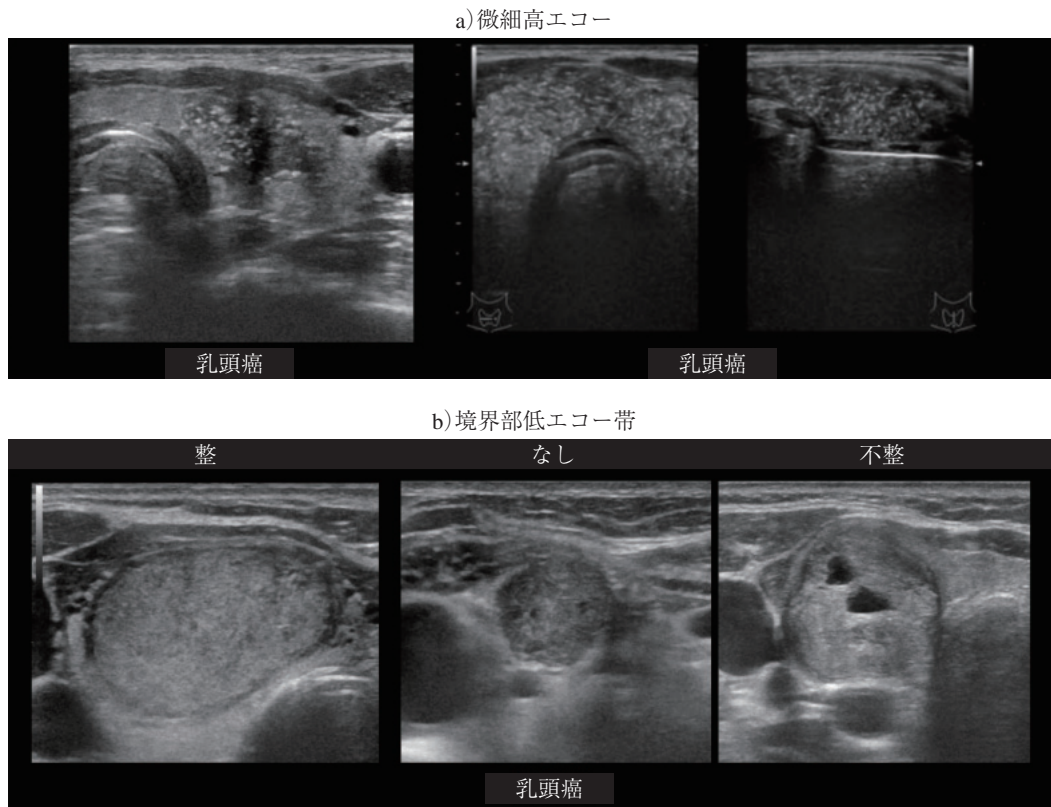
日本超音波医学会の甲状腺結節(腫瘤)超音波診断基準副所見
